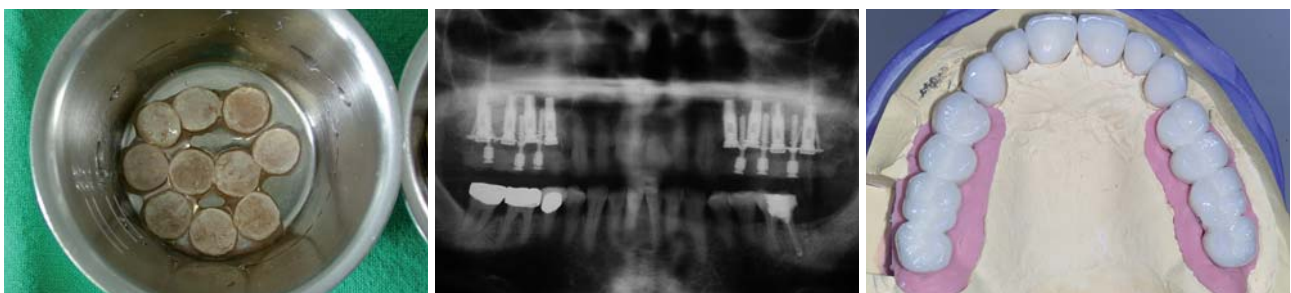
Zur Augmentation vorbereitete osteogene vitale Chips. – Abb. 2: Postoperative Röntgenkontrolle mittels OPG mit Bone Chips, Implantaten, SIS-Platte und Übergangsimplantaten, auf denen das intraoperativ inserierte PV fixiert wurde. Als typischer Befund ist beim postoperativen Kontroll-OPG der augmentierte Bereich nur schwach darstellbar und der Kieferhöhlenboden noch eindeutig abzugrenzen. – Abb. 3: Situation nach Fertigstellung Okklusallansicht.
